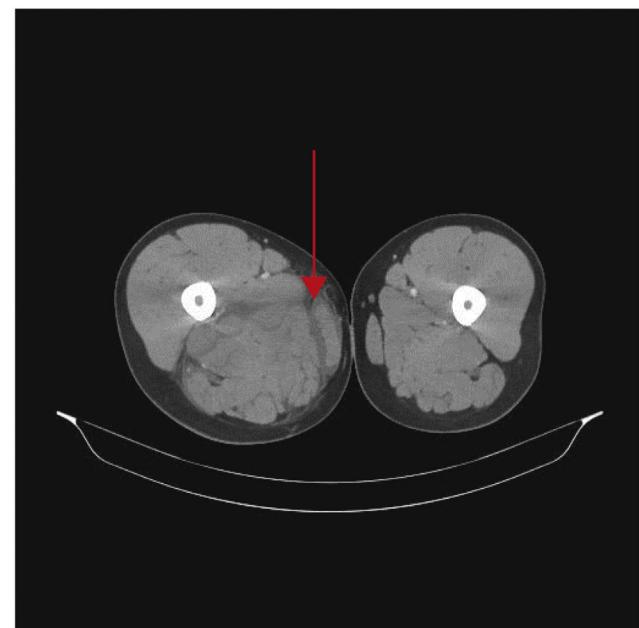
Tomografía computarizada de extremidad. La flecha señala empastamiento y láminas líquidas que rodean músculos y trabeculación de la grasa intermuscular.
